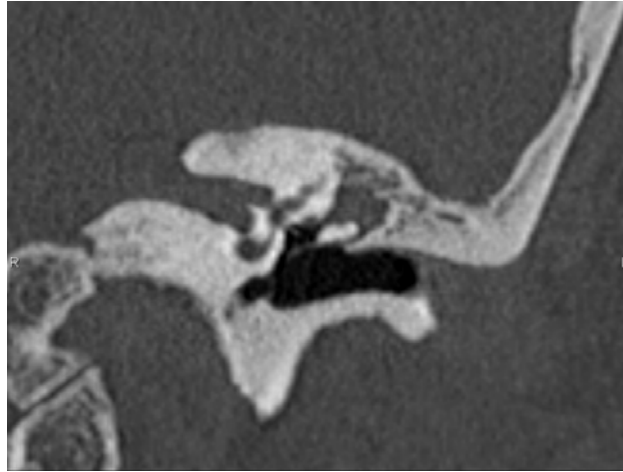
Imagen de TC que muestra opacidad tisular en espacio de Prussak.
